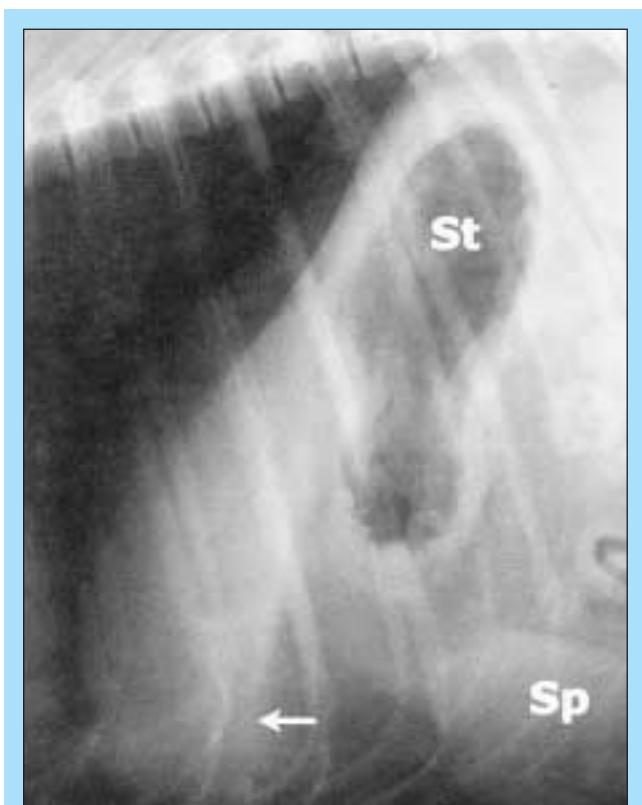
Volume epatico ridotto come si osserva in una radiografia dell'addome in proiezione laterolaterale. Il margine caudale del fegato è appiattito e situato all'interno dell'arco costale (freccia). (St = stomaco; Sp = milza.)
